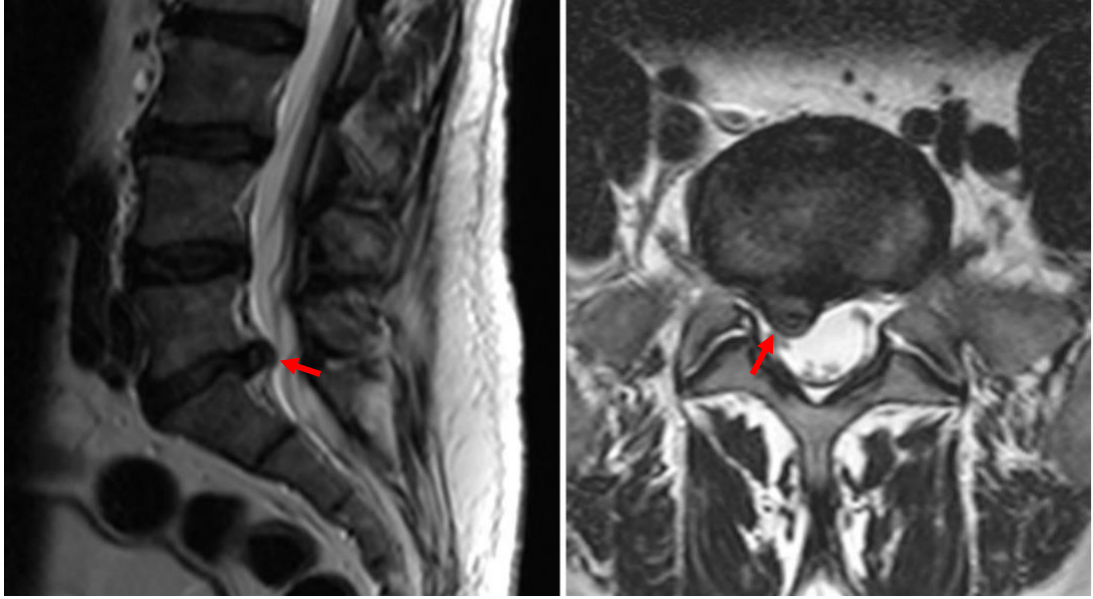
RM lumbar, sagital y transversal: EDD en diferentes niveles y HD L5-S1. Modificado de Fondo de imagen de la Sociedad Española de Reumatología. Dr. Bachiller. <https://fondodeimagen.ser.es/core/gallery> (17).
